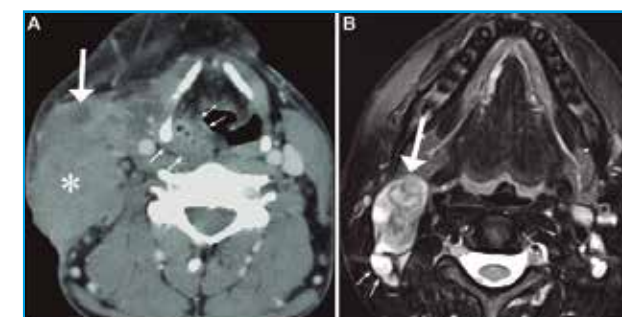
(A) Imagen axial correspondiente a TC de paciente de 59 años, portador de un carcinoma epidermoide de origen desconocido, localizado posteriormente en el seno piriforme derecho (flechas pequeñas), que asocia un voluminoso conglomerado ganglionar en el nivel III ipsilateral (asterisco) con un pequeño foco de necrosis (flecha grande). (B) Corte axial de secuencia ponderada en T2, en RM de paciente de 53 años de edad con tumor primario de origen desconocido, en la que se aprecia un conglomerado adenopático con señal heterogénea (flecha grande), además de otras pequeñas adenopatías bilaterales y con señal homogéneamente alta, posiblemente correspondientes a ganglios reactivos (flechas pequeñas).
